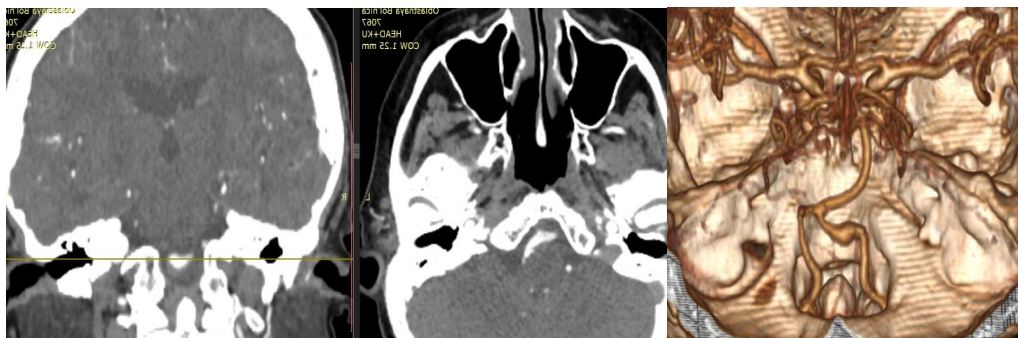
На КТА снимках картина фузиформной аневризмы правой позвоночной артерии
